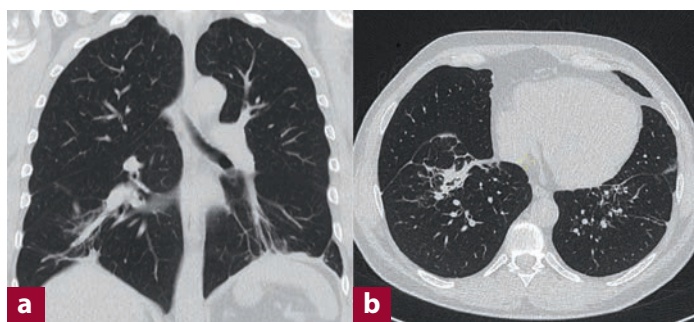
Thorax-CT-Verlaufskontrolle; koronare (a) und axiale Schnittführung (b). 5 Monate nach Therapiebeginn sind die Unterlappeninfiltrate weitestgehend rückläufig. Es bleiben postentzündliche und narbige Veränderungen in den basalen Unterlappen beidseitig
